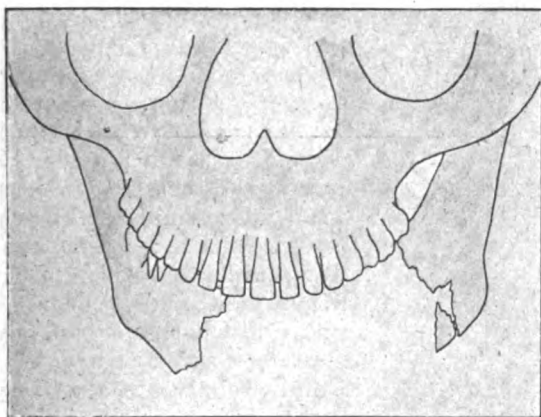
Röntgenskizze des Pat. V. F.
